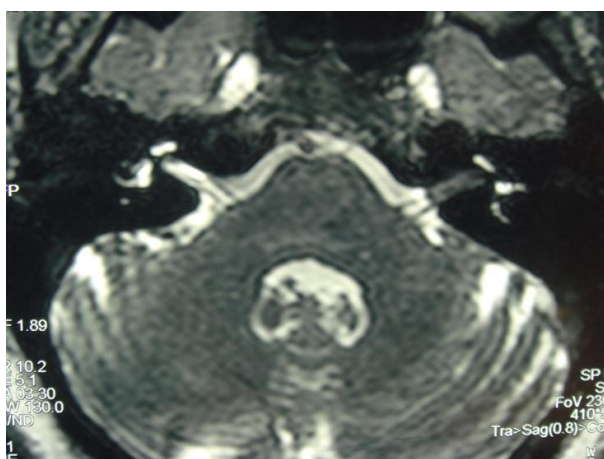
SV intracanalar esquerdo (RM CE, T2, corte axial).
